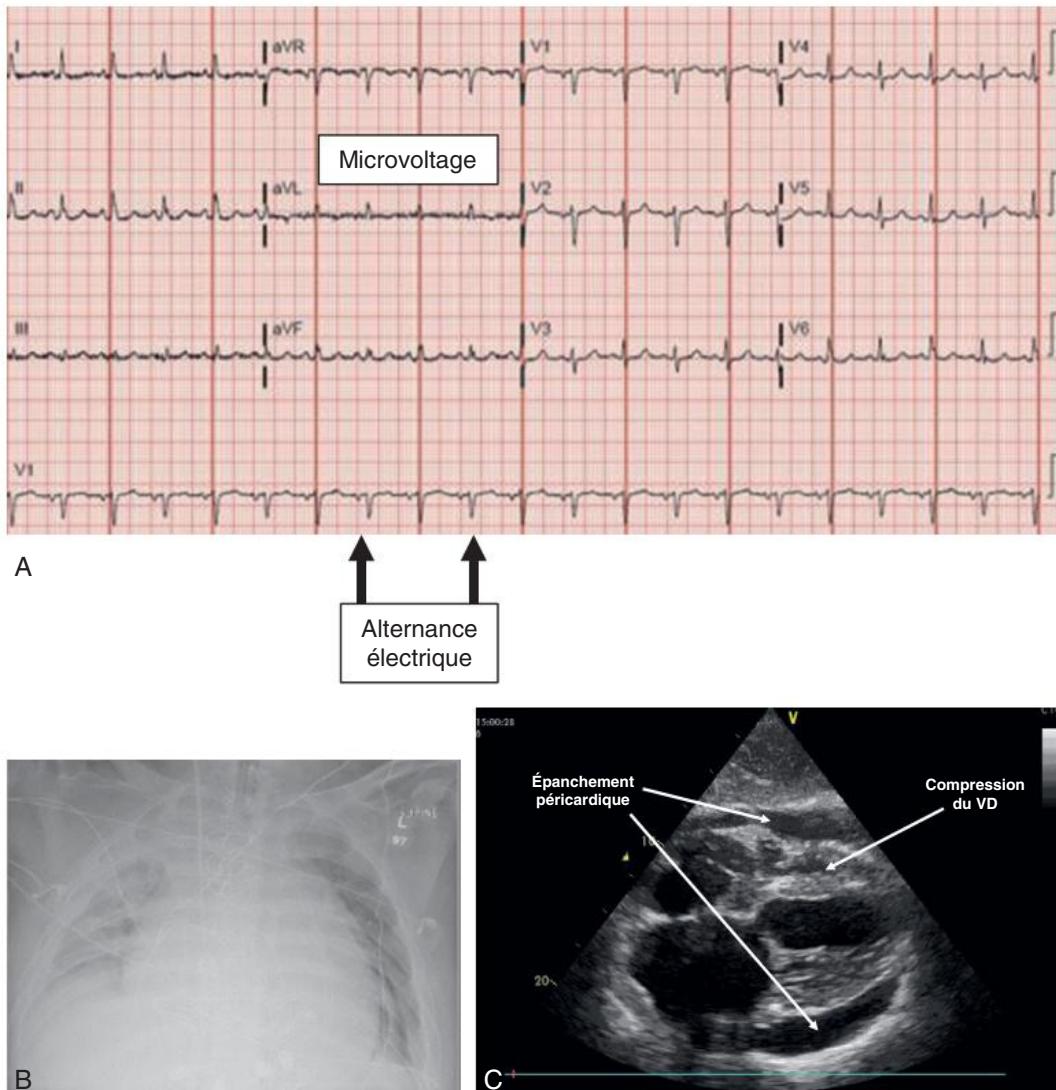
A C L'échographie fait le diagnostic.
